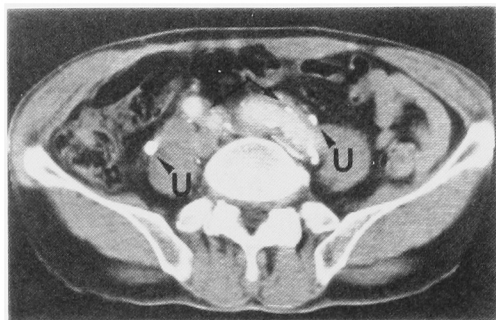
CT scan shows increased calcifications of the arterial wall and the existence of soft tissue density areas not only around right iliac arteries but also around the left common iliac artery (arrow). The left ureter is obstructed at the level of this area.
